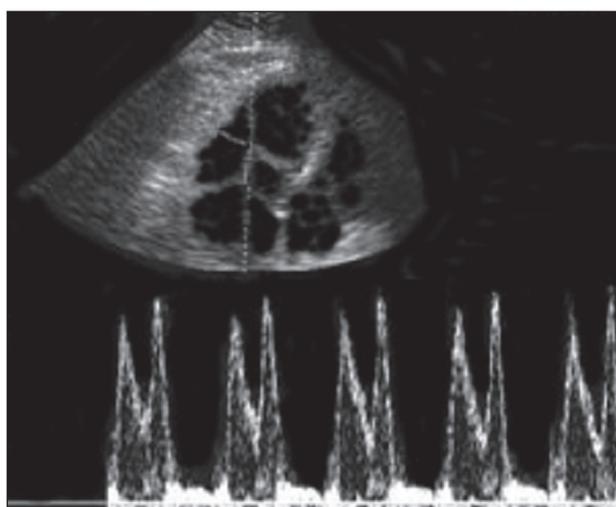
Срединно-поперечно расположенная аномальная хорда, на широком основании прикрепленная к межжелудочковой перегородке. При импульсной доплер-эхокардиографии отмечается гиперτροφический тип трансмитрального кровотока.  $E/A = 0,91$
